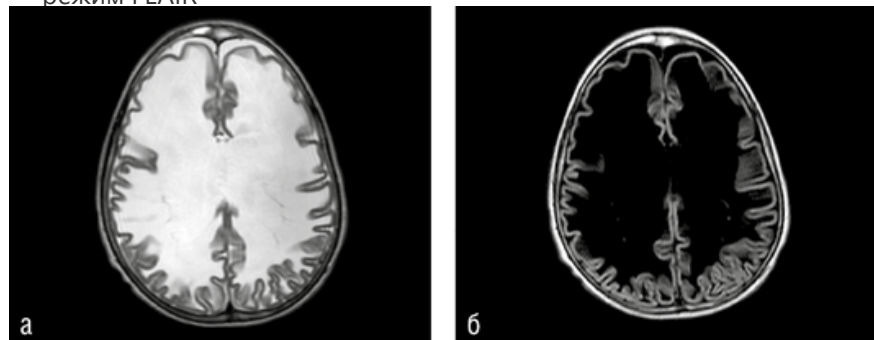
МРТ головного мозга при лейкоэнцефалопатии с «исчезающим» белым веществом: а — T2W изображение; б — режим FLAIR
